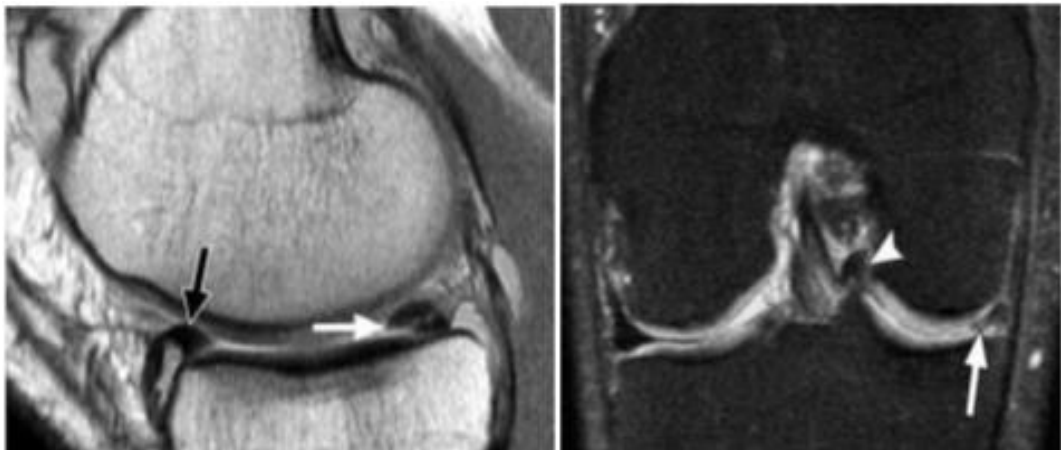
RM do joelho direito no plano sagital, demonstra rutura meniscal do corno posterior (seta branca) e lesão dupla anterior (seta preta). Figura 18. RM do joelho direito, corte coronal, demonstra lesão do menisco medial na região periférica (seta branca) e fragmento próximo da fossa intercondiliana (cabeça de seta). Fonte: Lykissas et al., 2010.
